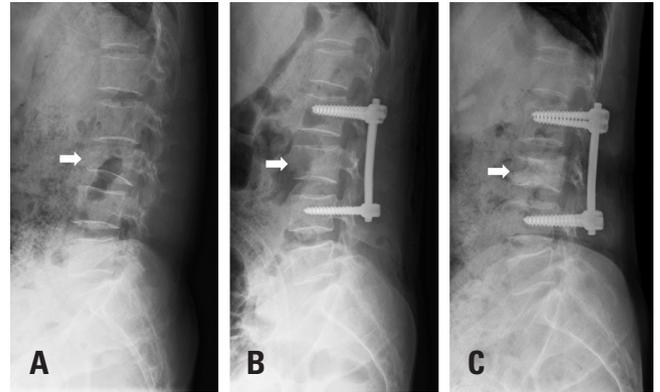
Three simple plane lateral radiographs show that (A) the loss of the preoperative fracture vertebral body height was 50% or more at the L3 level, (B) postoperative reduction of the L3 body height was nearly normal, and (C) postoperative loss of reduction at the 1-year follow-up was 30% or more.
